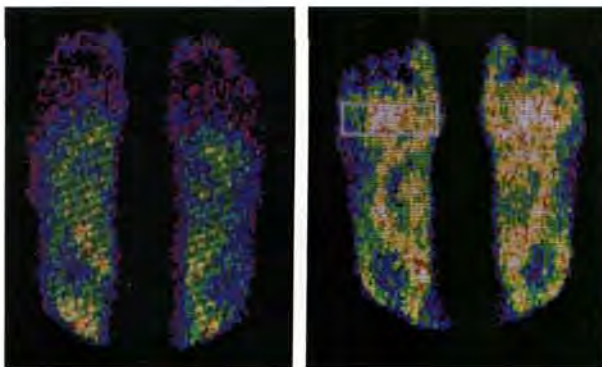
Сцинтиграфия здоровых (слева) и пораженных нейропатией (справа) стоп. При нейропатическом варианте синдрома диабетической стопы кровоток усилен
